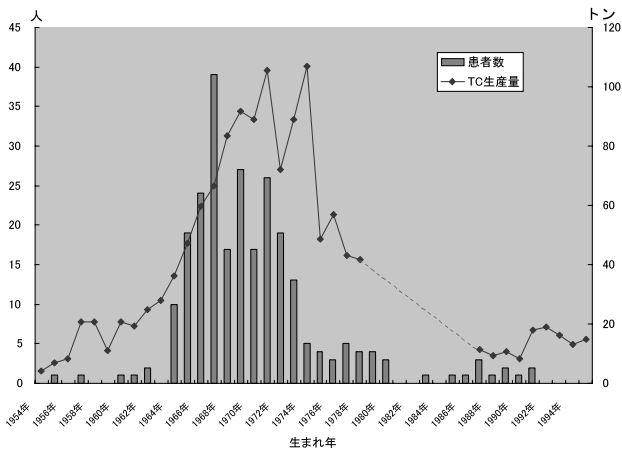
変色歯外来における TC 変色歯患者の生まれ年と TC 系抗生物質の年間生産量との関係
